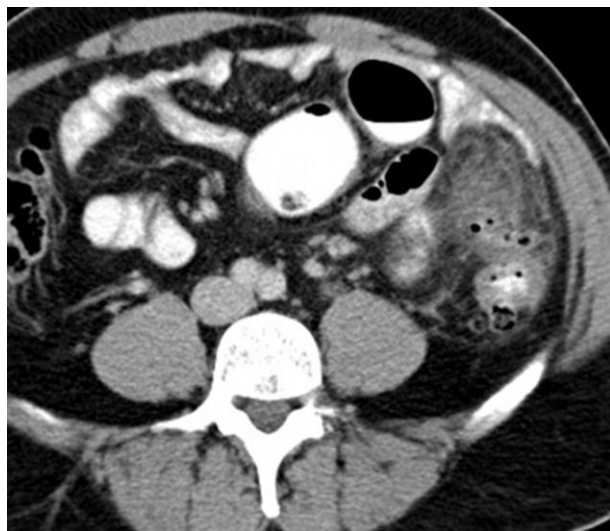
Koronares CT-Bild eines Stadiums III: Kolonwandverdickung, Einengung des Darmlumens, Fistel
